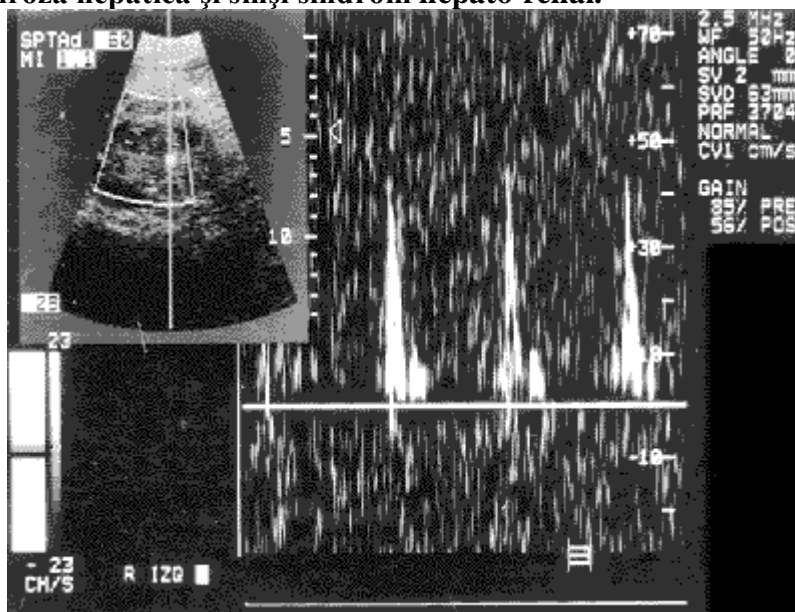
Indicele de rezistență intrarenal crescut $IRIR=1,00$. Doppler ecografia pacientului cu ciroză hepatică și sinși sindrom hepato-renal.
